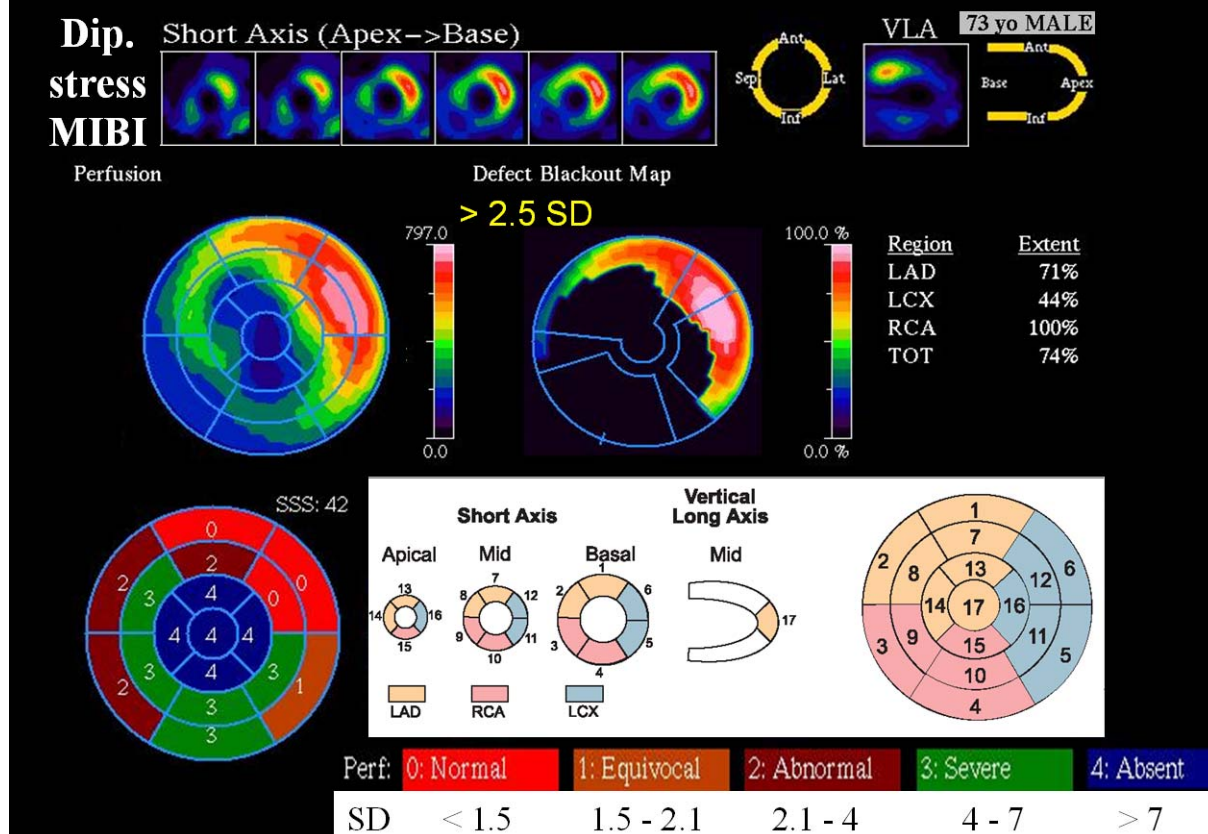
Normálová databáze programu 4D-MSPECT pro muže a ^{99m}Tc -radiofarmaka. Vyšetření provedené bez korekce na atenuaci záření.
